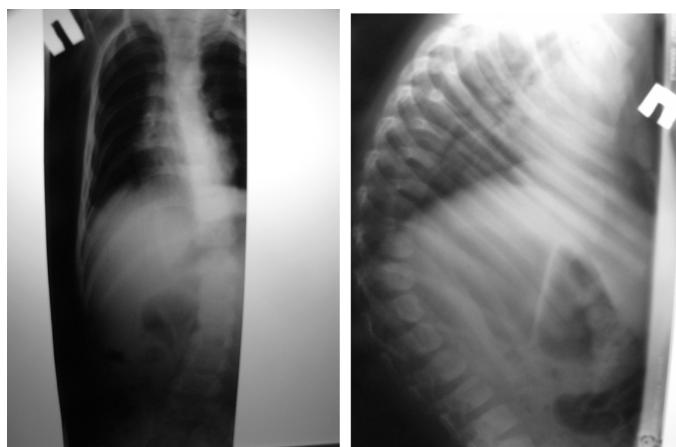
Рентгенограммы В. А., 2 года 6 мес.
